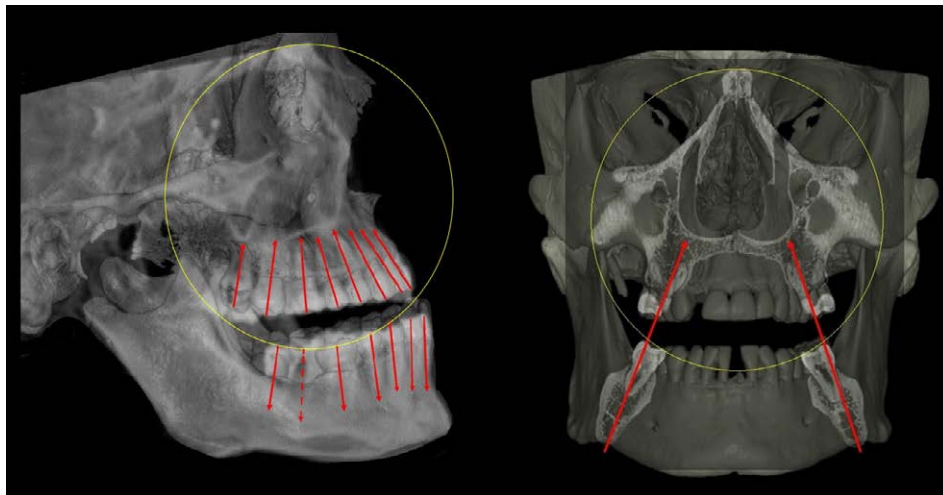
Superfici occlusali, assi dentali, legamento parodontale e osso alveolare compongono un sistema che si armonizza con le dinamiche della masticazione, in modo da poter eseguire la funzione dissipando le intense forze sviluppate dalla potente muscolatura masticatoria. I cerchi gialli rappresentano sezioni della sfera descritta nel 1920 da G.S. Monson, con un diametro di 8 pollici (20,32 cm). TC *cone beam* eseguita su un cranio del Museo di Antropologia dell'Università di Firenze.
